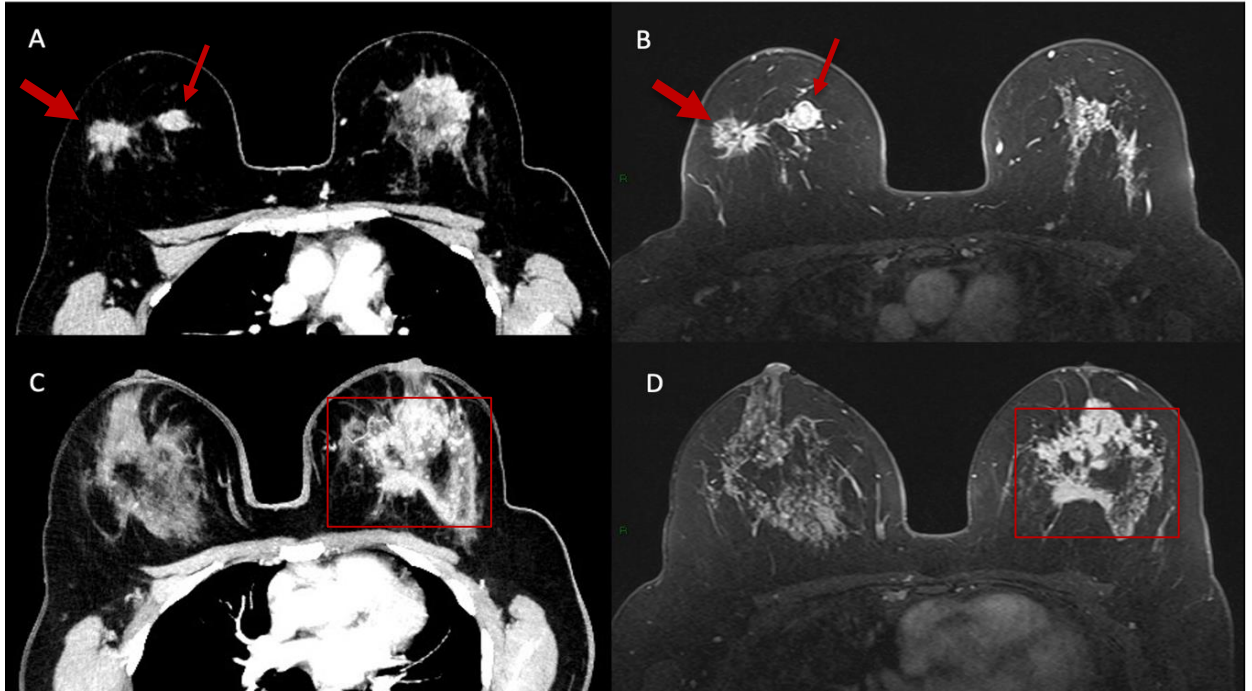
Paciente realizou TC para estadiamento de câncer na mama direita (seta grossa em A [TC] e B [RM]), demonstrando uma lesão adicional adjacente na mesma mama (seta fina em A [TC] e B [RM]). Além disso, caracterizou uma extensa área de realce na mama esquerda (quadrado) na TC (C) e na RM (D), com bastante semelhança em relação as características de realce e extensão.
